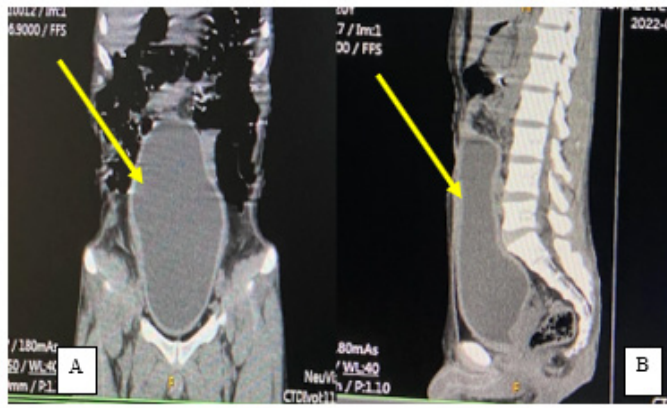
TDM abdominopelvienne sans injection en reconstruction coronale (A) et sagittale (B) mettant en évidence une méga vessie.
